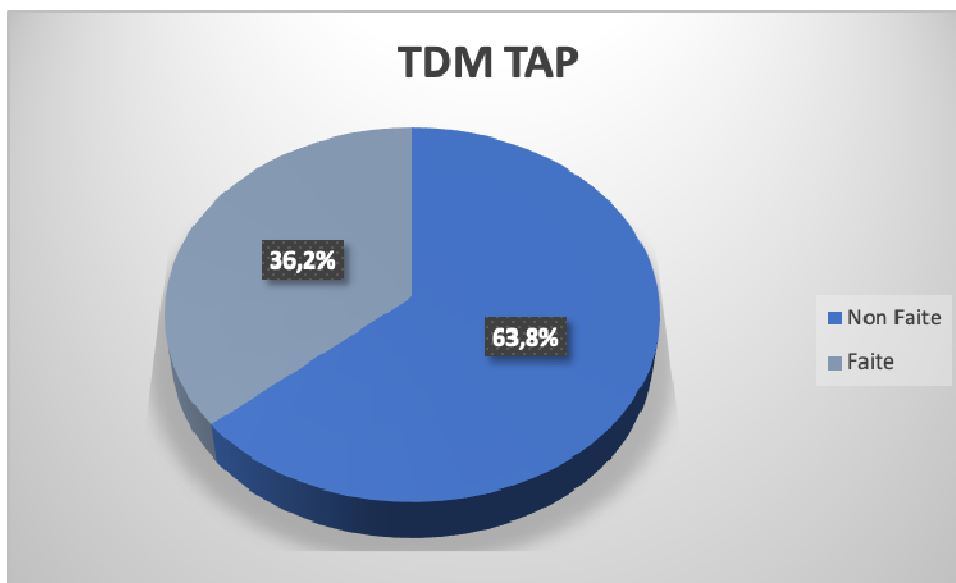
La répartition selon la TDM TAP.
